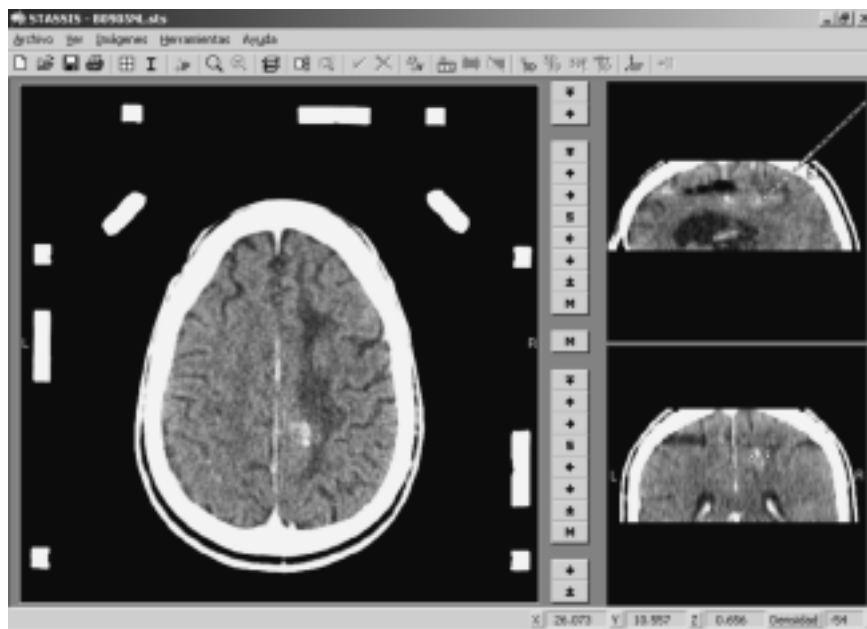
TAC endovenosa de cráneo utilizada para la planificación quirúrgica, donde se observa la captación del contraste por la lesión.
